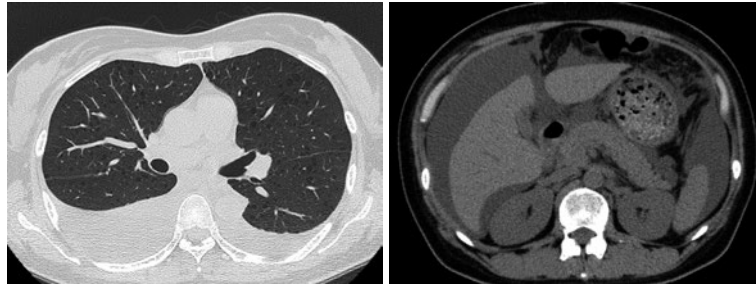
胸腹部単純CT. 肺野にびまん性に多発薄壁嚢胞を認め、右優位の両側胸水と腹水の貯留を認めた.
